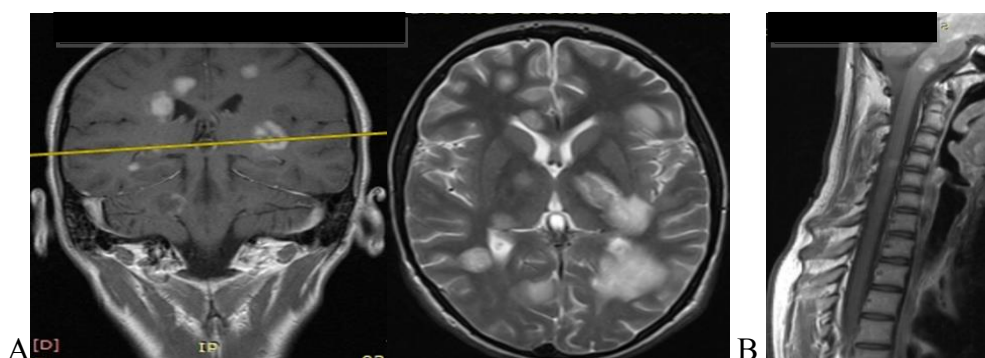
МРТ головного (А) и шейного отдела спинного мозга (В) ребенка Р., 15 лет от 21.04.2017 г.
